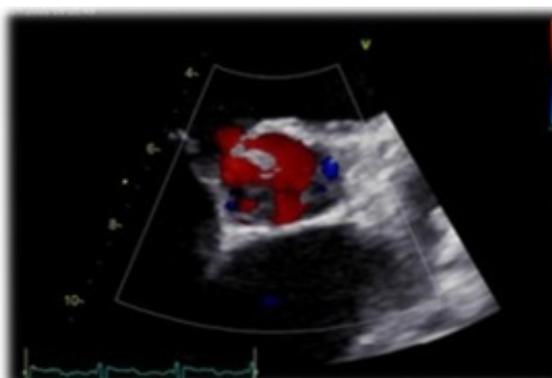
Ecocardiografía transesofágica. Doppler color: insuficiencia aórtica severa.
